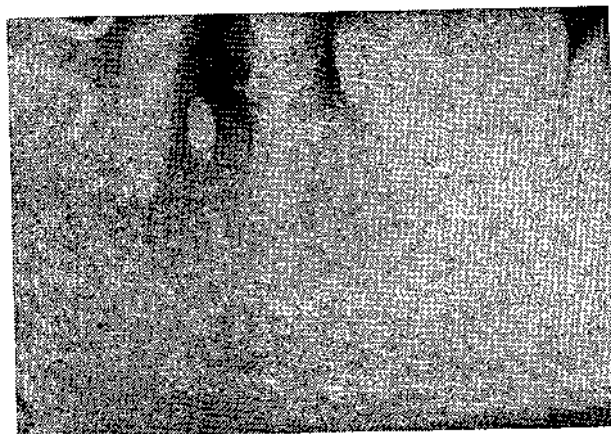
Рентгенограмма больного А., 46 лет. Диагноз: хронический гранулирующий периодонтит 36, межкорневая гранулема. После операции.
